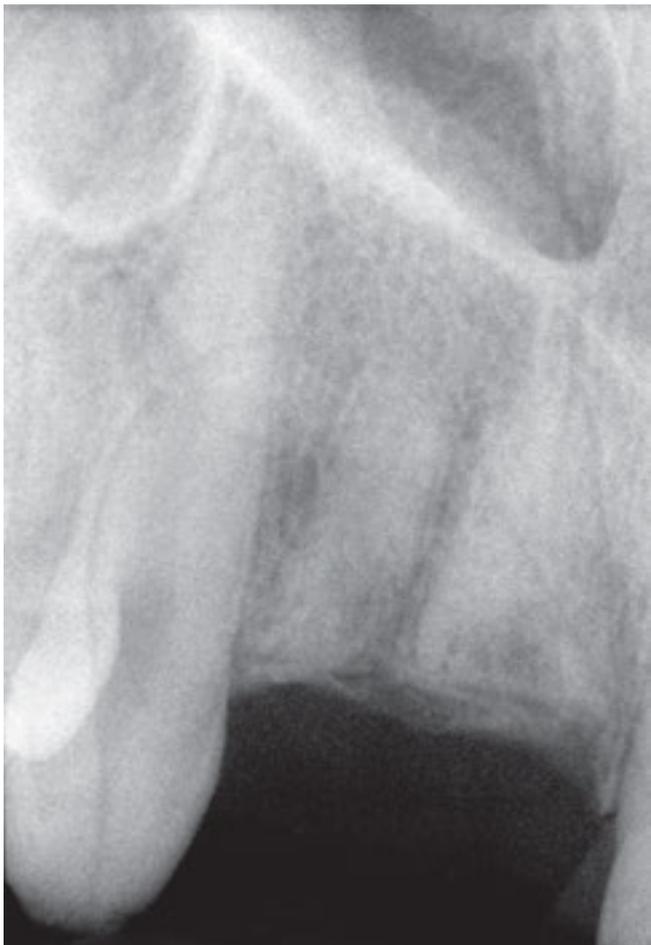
Das Kontrollröntgenbild ein Jahr nach der Dekoronation zeigt die belassenen Wurzeln der Zähne 11 und 12. Die Wurzeln scheinen einer weiteren Resorption zu unterliegen und koronal bereits von Knochen bedeckt zu sein.
